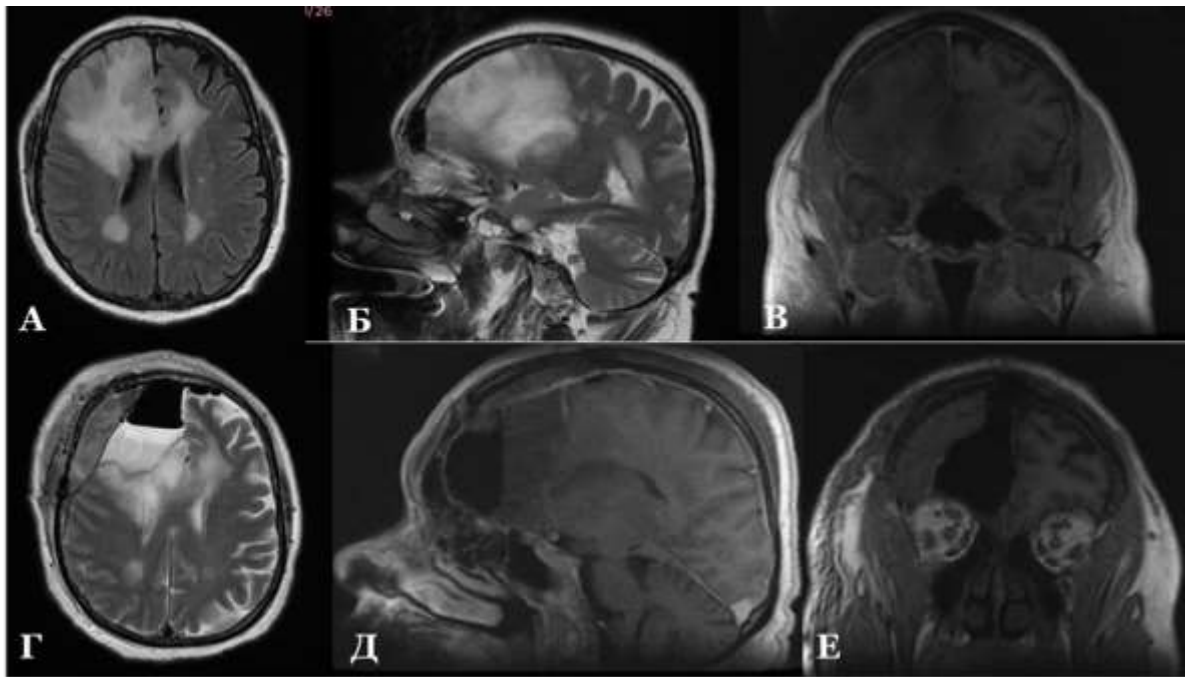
Пример формирования ЭДГ после резекции крупных размеров низкоккачественной глиальной опухоли правой лобной доли, сопровождавшейся вскрытием полости желудочковой системы и выведения больших объемов ликвора, жен., 65л. (Б-до Л.Н., и/б № 8545/2014) А – предоперационное МРТ в T2 FLAIR-режиме (аксиальная проекция). В правой лобной доле с инвазией в клюв и колено мозолистого тела определяется патологически измененная ткань. Б – предоперационное МРТ в T2 FSE-режиме (сагиттальная проекция). В – предоперационное МРТ в T1-режиме (аксиальная проекция). Г – послеоперационное МРТ на 1-е сутки после операции в T2 FSE-режиме (аксиальная проекция). Эпидурально определяется гипо-/изоинтенсивной плотности гематома, в ложе удаленной опухоли содержимое гиперинтенсивной плотности (ликвор с геморрагической примесью). Д, Е – послеоперационное МРТ на 1-е сутки после операции в T1-режиме (сагиттальная и коронарная проекции)
